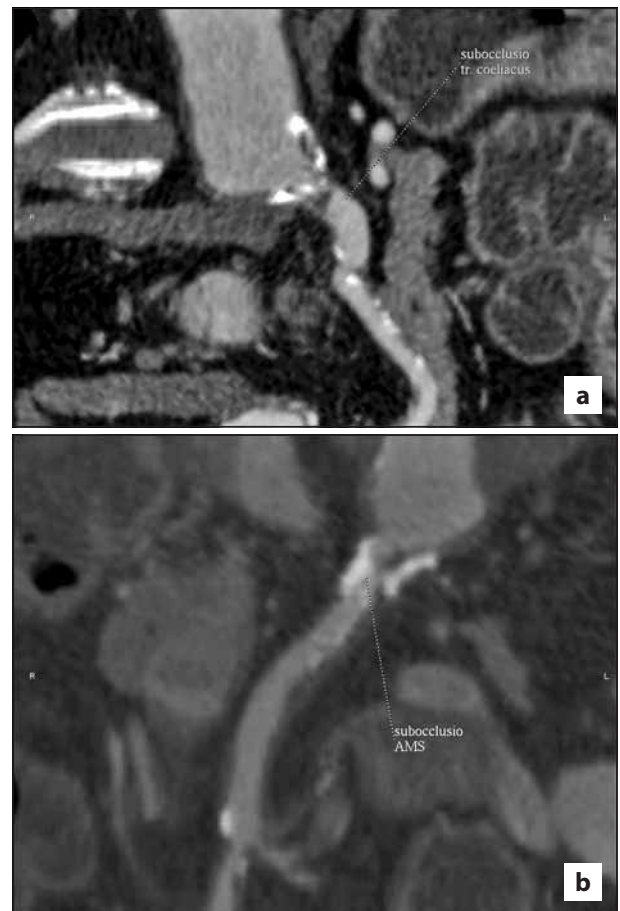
Multislice CT angiography: superior mesenteric artery (a) and coeliac trunk subocclusion (b)
